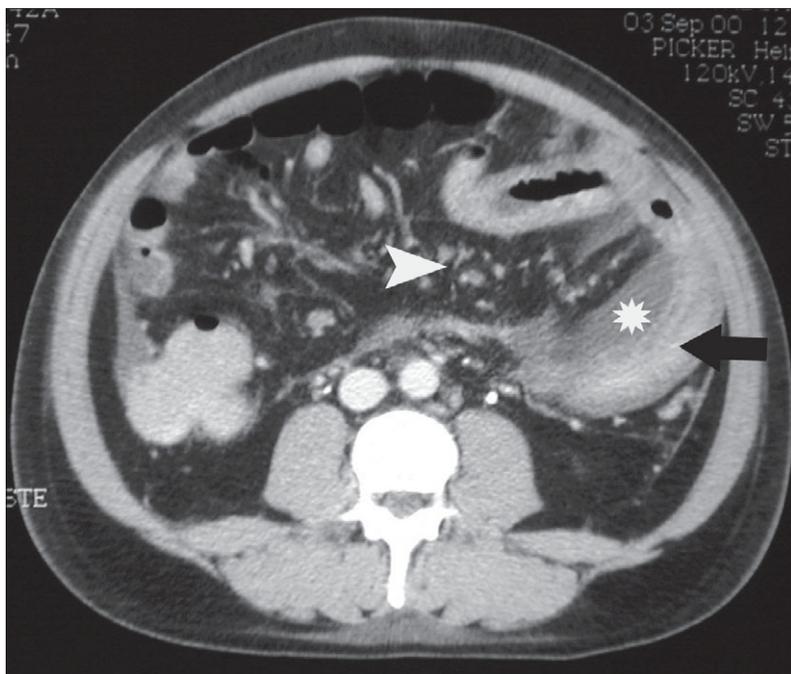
Tomografia computadorizada helicoidal do abdome na fase de equilíbrio pós-contraste endovenoso, no mesmo paciente da figura anterior. Persiste o mesmo aspecto de falha de enchimento determinado pelo trombo arterial (seta branca). Ponta de seta branca identificando a veia mesentérica superior.
